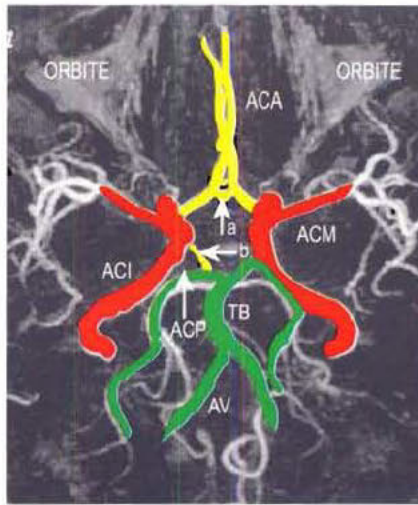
Angio-RM normale montrant le polygone de Willis. a : artère communicante antérieure ; b : artère communicante postérieure ; ACA : artère cérébrale antérieure ; ACM : artère cérébrale moyenne ; ACI : artère carotide interne ; TB : tronc basilaire ; ACP : artère cérébrale postérieure ; AV : artère vertébrale.
